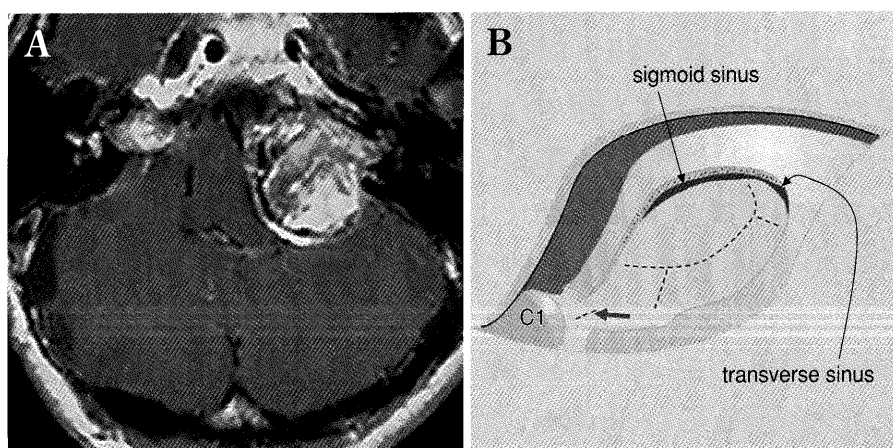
A Gd-enhanced MRI showing bilateral vestibular schwannomas (A). The right side was removed 10 years ago and the left side become enlarged in spite of gamma knife treatment administered 5 years ago. CSF aspiration through a dural incision at the occipitoatlantal junction is often useful to avoid cerebellar swelling when opening the dura (B) in patients with large tumors and/or recurrent tumor. An arrow indicates a small dural incision in addition to the regular dural incision for tumor removal.
